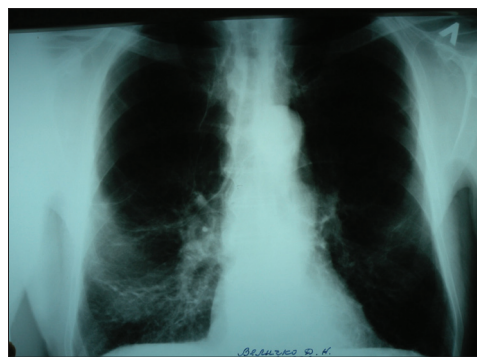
Пациент В. Рентгенография органов грудной полости в прямой проекции
